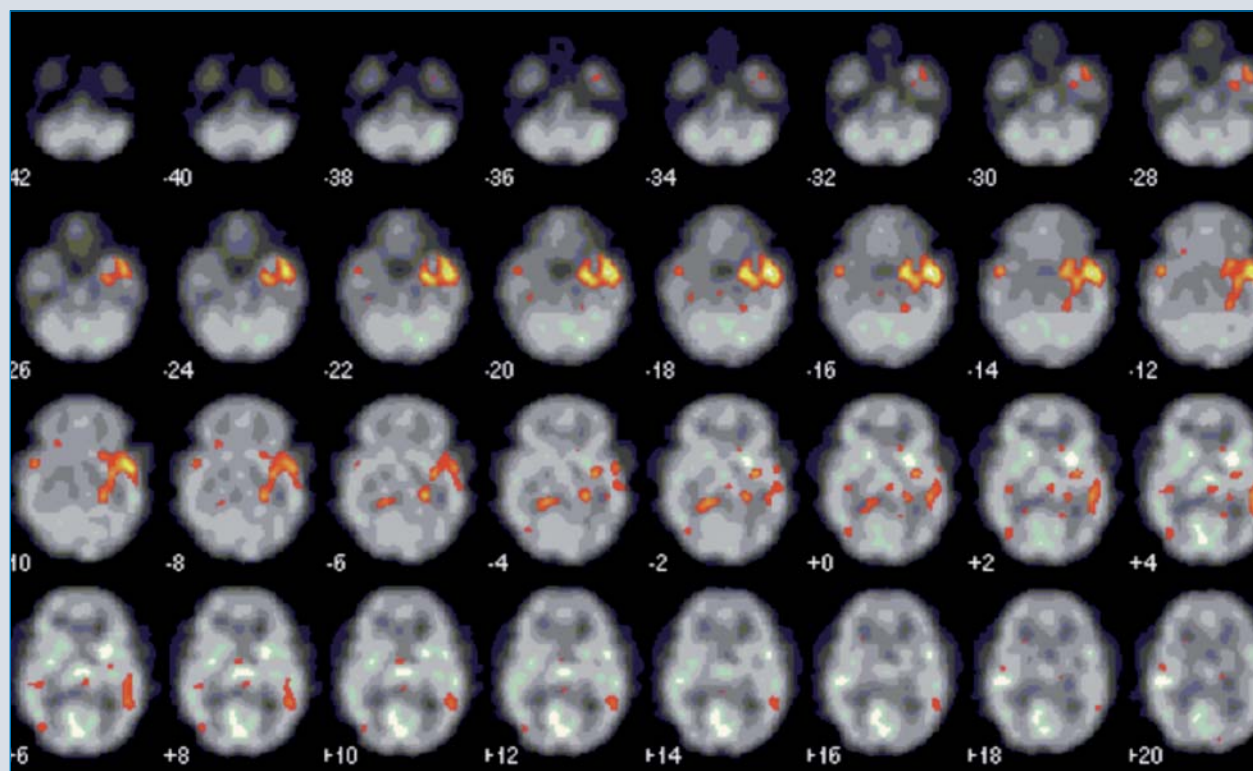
Iktale SPECT-Untersuchung bei linksseitig temporo-insulärem Anfallsursprung.
